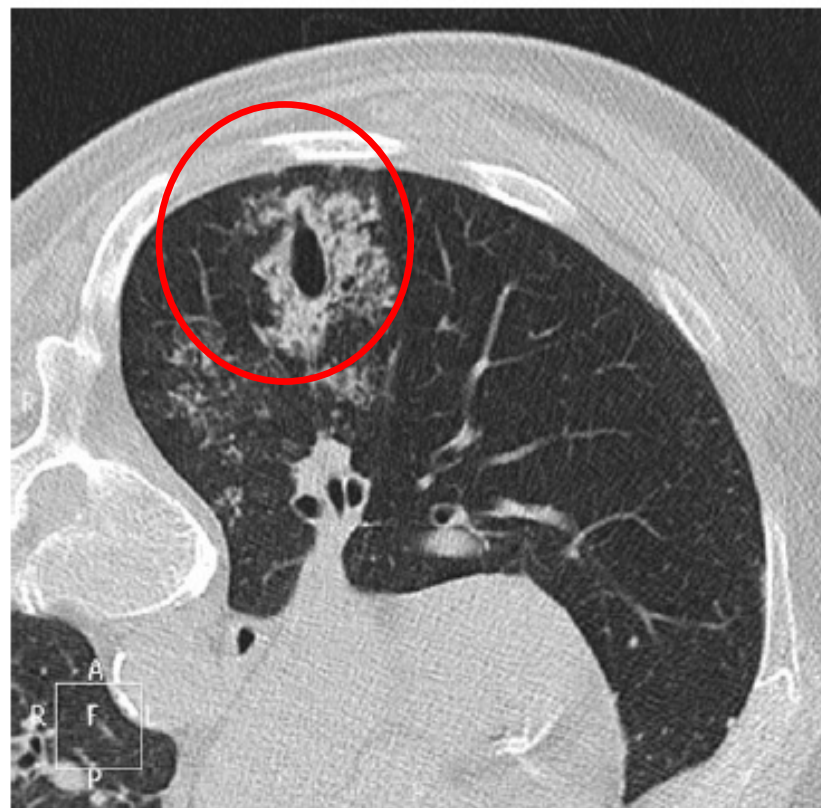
A 68-yr-old-man had general anesthesia for radiofrequency ablation of a single lung metastasis of rectal cancer. The thoracic computed tomography scan with the patient in the prone position after tracheal intubation and before performing radiofrequency shows an acquired bronchial ectasia (10 mm in diameter) of the right subsegmental B6 bronchus and associated ground-glass opacity due to local hemorrhage in the B6 segment
